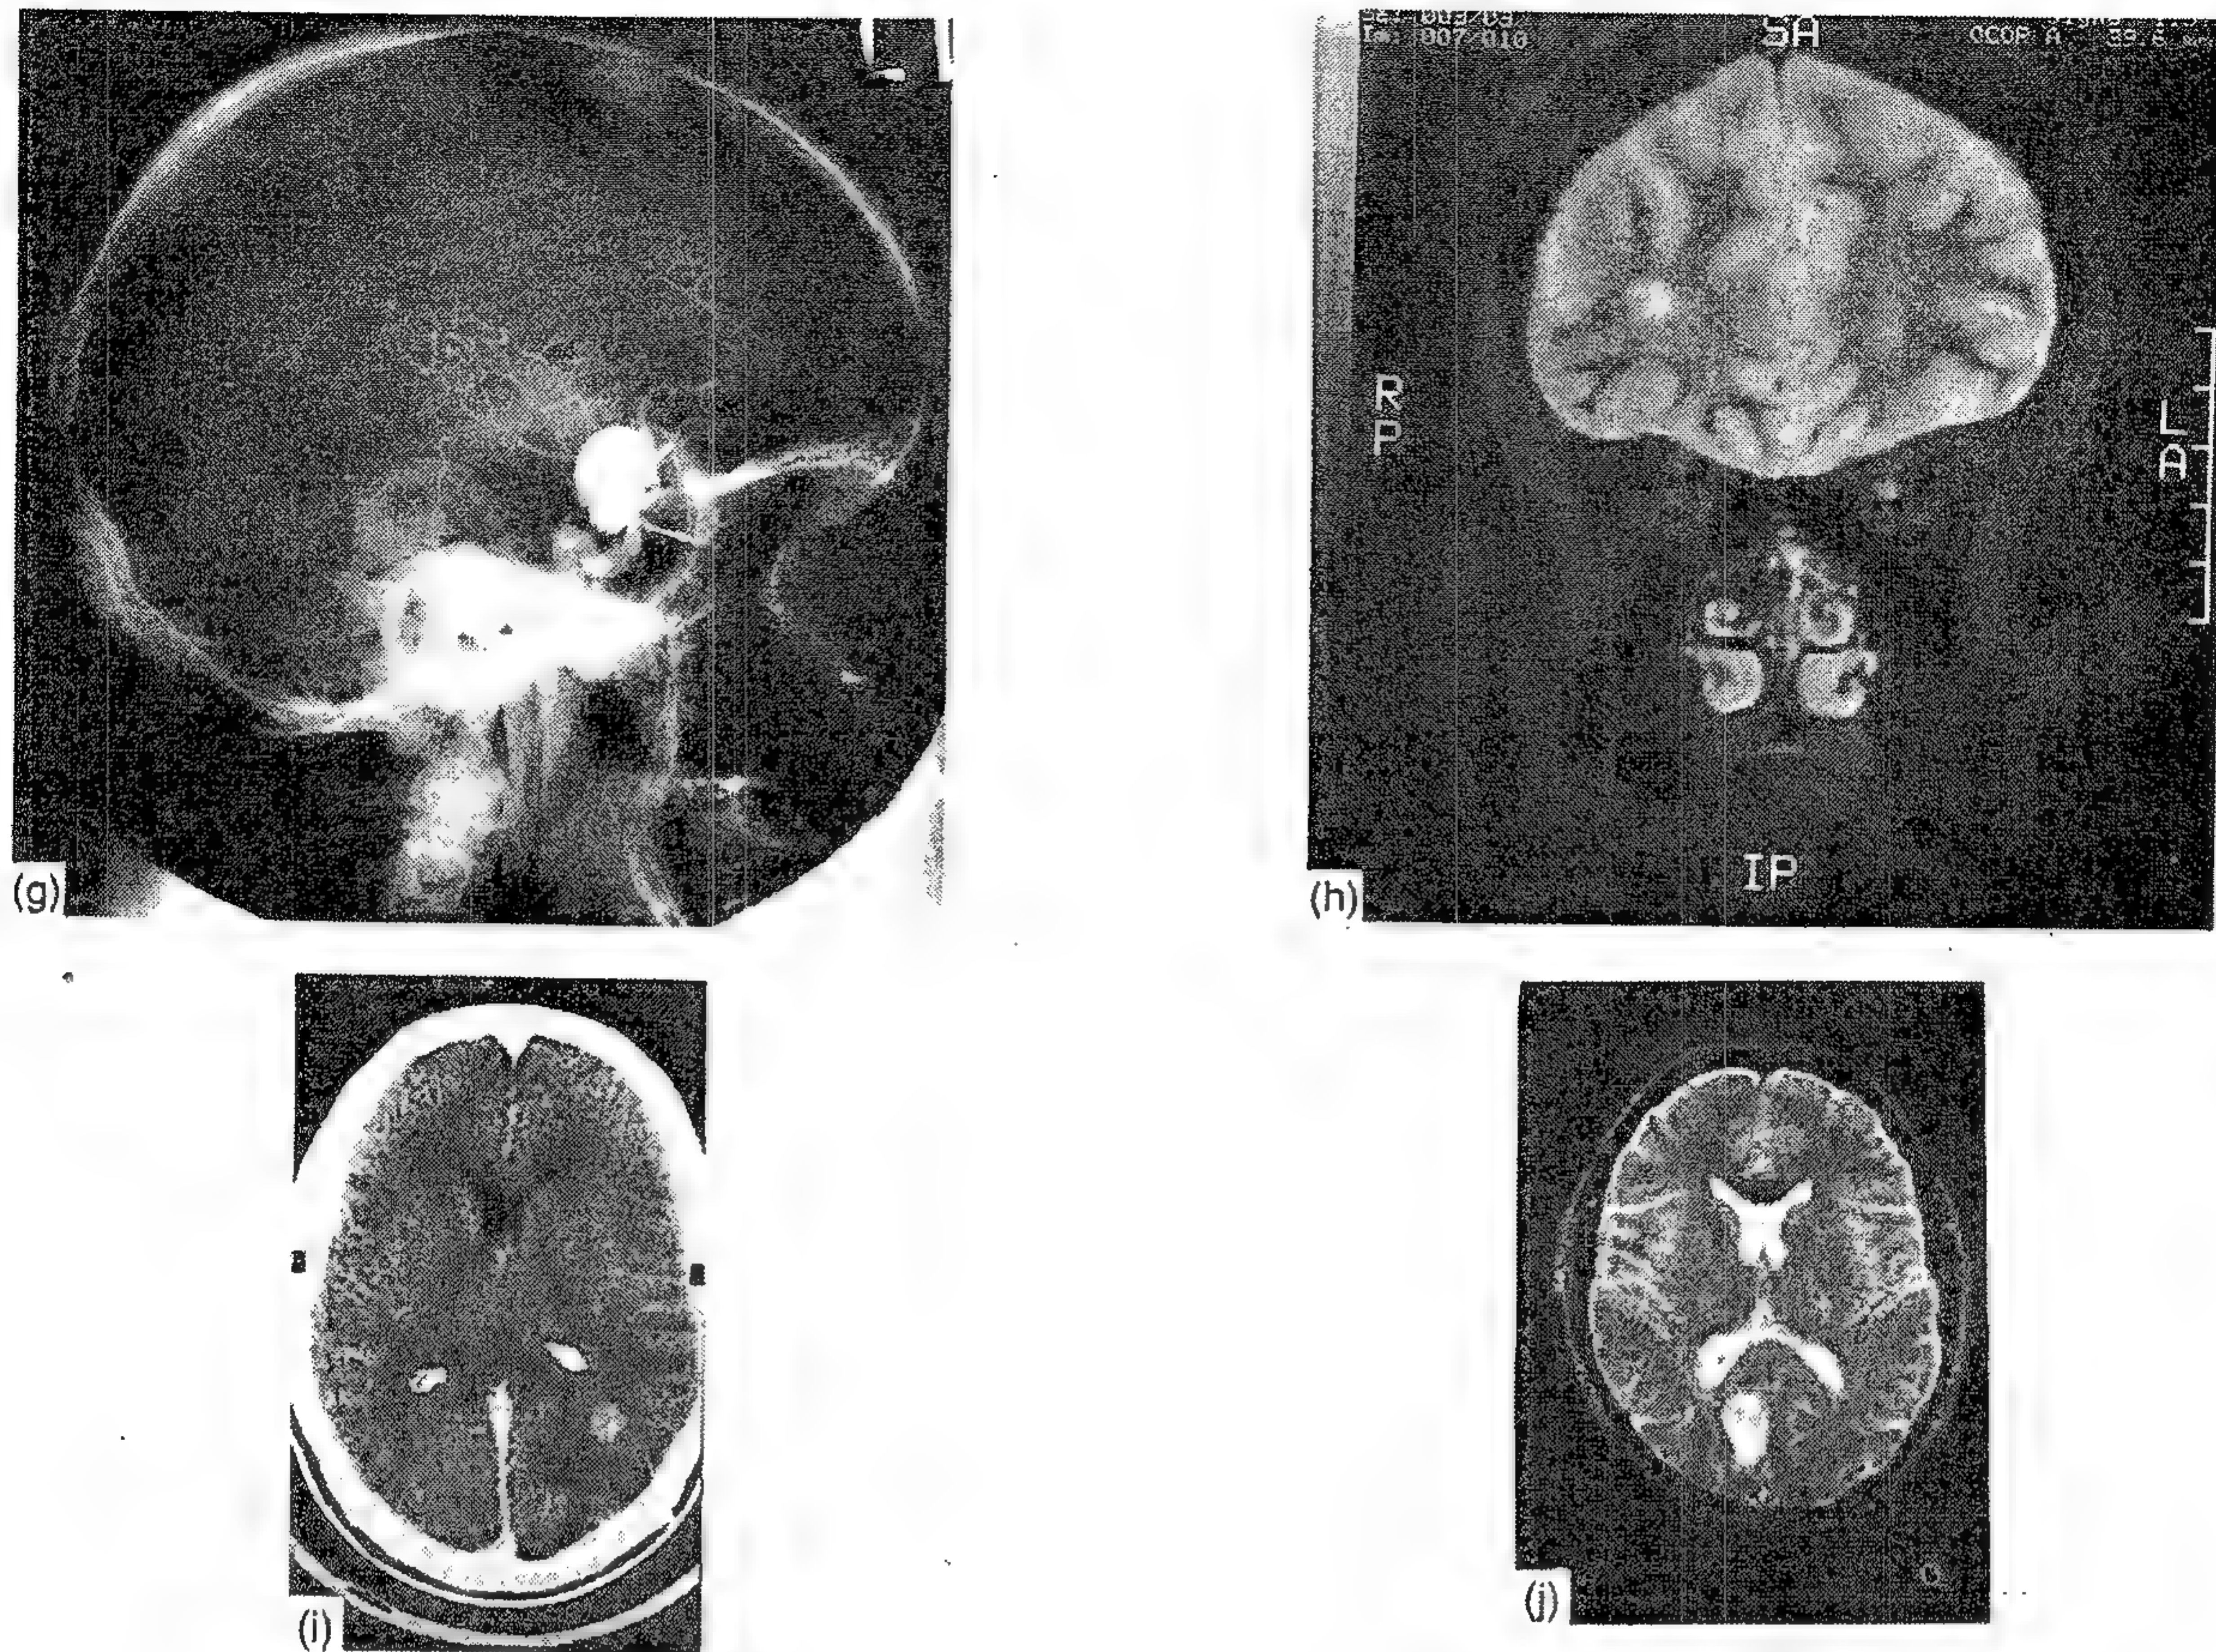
Leziuni ale căilor vizuale: *a* - meningiom orbital: CT la o femeie de 45 de ani cu exoftalmie progresivă și pierderea vederii la ochiul stâng; *b* - boală oculară distiroidiană: CT orbitală axială la o femeie de 34 de ani, cu exoftalmie bilaterală, edem papilar și pierderea vederii prin compresia nervilor optici de către mușchii oculari edemațiați și infiltrați; *c* - gliom de nerv optic- CT la un copil de 14 ani cu scăderea progresivă a acuității vizuale la ochiul stâng. *i* - TC axială prin partea mijlocie a orbitei; *ii* - CT sagitală prin nervul optic; *d* - meningiom paraselar: CT la o femeie de 50 de ani cu meningiom de aripă sfenoidală extins la nervul optic stâng și la sinusul cavernos; *e* - adenom hipofizar: RMN la o femeie de 37 de ani cu hemianopsie bitemporală produsă prin extensia superioară a unui prolactinom hipofizar- chiasma este tensionată pe partea superioară a tumorii; *f* - craniofaringiom: CT la un bărbat de 25 de ani cu întârzierea creșterii și dezvoltării sexuale, atrofie optică și hemianopsie bitemporală; tumora chistică ocupă porțiunea supraselară și provine din hipotalamus; *i* - CT axială; *ii* - reconstrucție sagitală.
